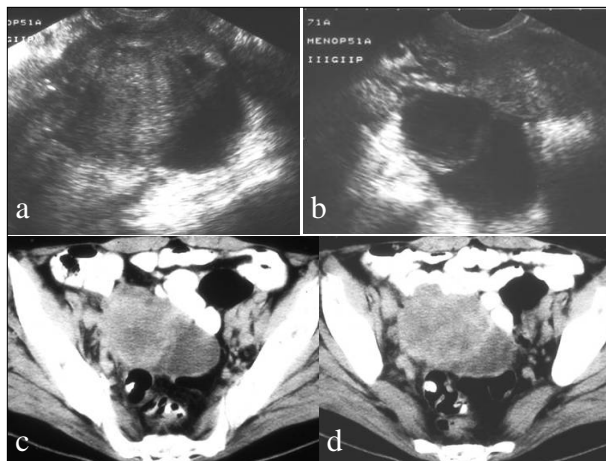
Mesotelioma peritoneal maligno simulando neoplasia do ovário com carcinomatose peritoneal. Ecotomografia e T.C. após contraste e.v. revelaram tumor sólido peritoneal heterogêneo com realce.
